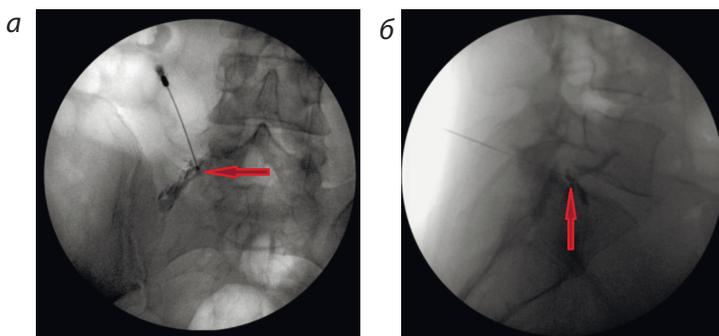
Трансфораминальный селективный блок левого корешкового нерва L5. Рентгенограммы поясничного отдела позвоночника
